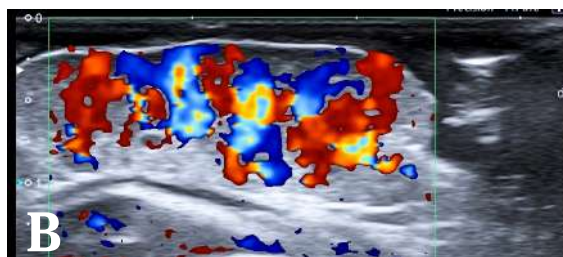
A) Niño lactante de seis meses de edad que presenta tumor de color rubí, de 2 cm de diámetro, blando, de bordes bien definidos, móvil y de base amplia sobre el hipocondrio derecho. La masa aparece al mes de nacimiento del paciente. B) Ultrasonido Doppler a color: masa sólida de bordes bien definidos y con importante componente vascular correspondiente a un hemangioma en fase proliferativa.
